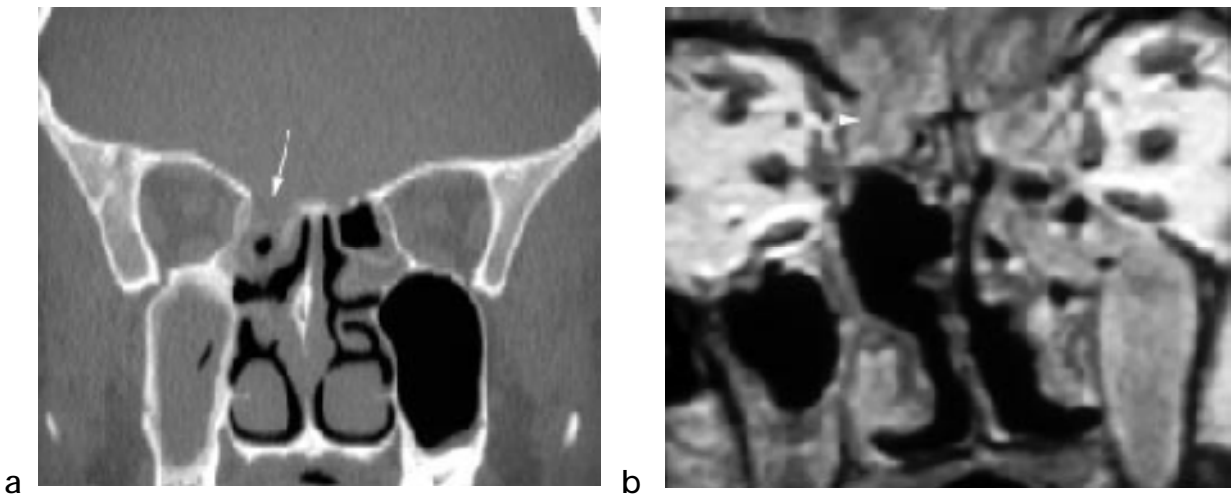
Méningo-encéphalocèle dans les suites d'une brèche du toit de l'ethmoïde droit (flèche). a : coupe coronale TDM. b : coupe IRM coronale montrant la méningo-encéphalocèle (tête de flèche) [127].
